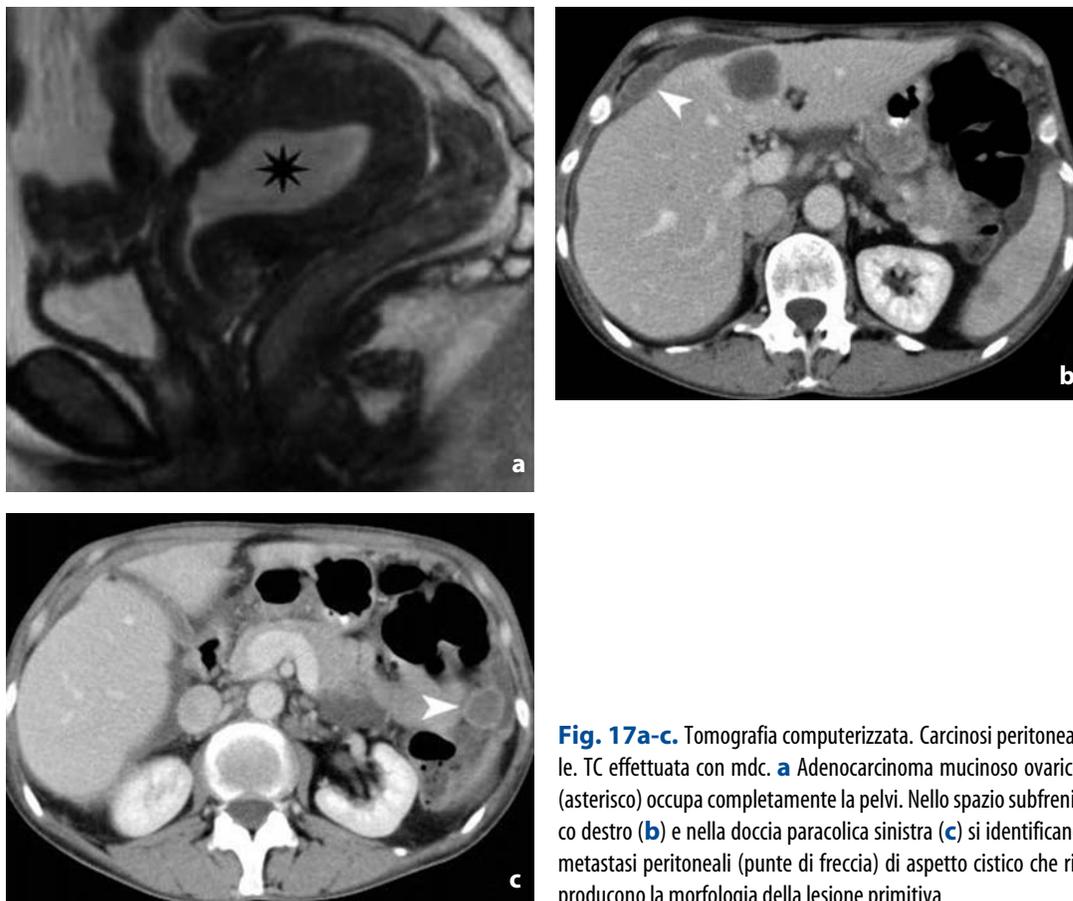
Tomografia computerizzata. Carcinosi peritoneale. TC effettuata con mdc. a Adenocarcinoma mucinoso ovarico (asterisco) occupa completamente la pelvi. Nello spazio subfrenico destro (b) e nella doccia paracolica sinistra (c) si identificano metastasi peritoneali (punte di freccia) di aspetto cistico che riproducono la morfologia della lesione primitiva
